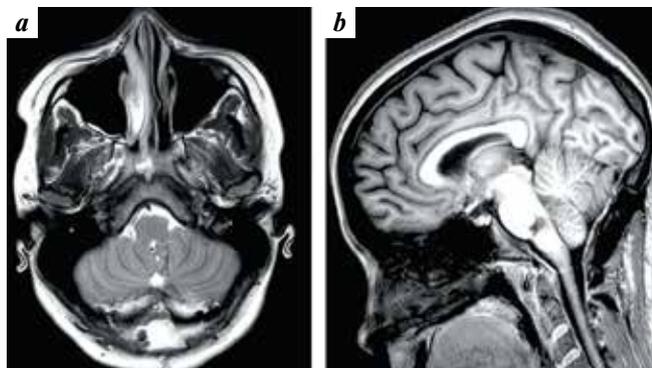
Brain magnetic resonance images of female patient K. in the early postoperative period: coronal (a) and sagittal (b) projections. Cavernous angioma was resected totally, no hemorrhagic or ischemic lesions
